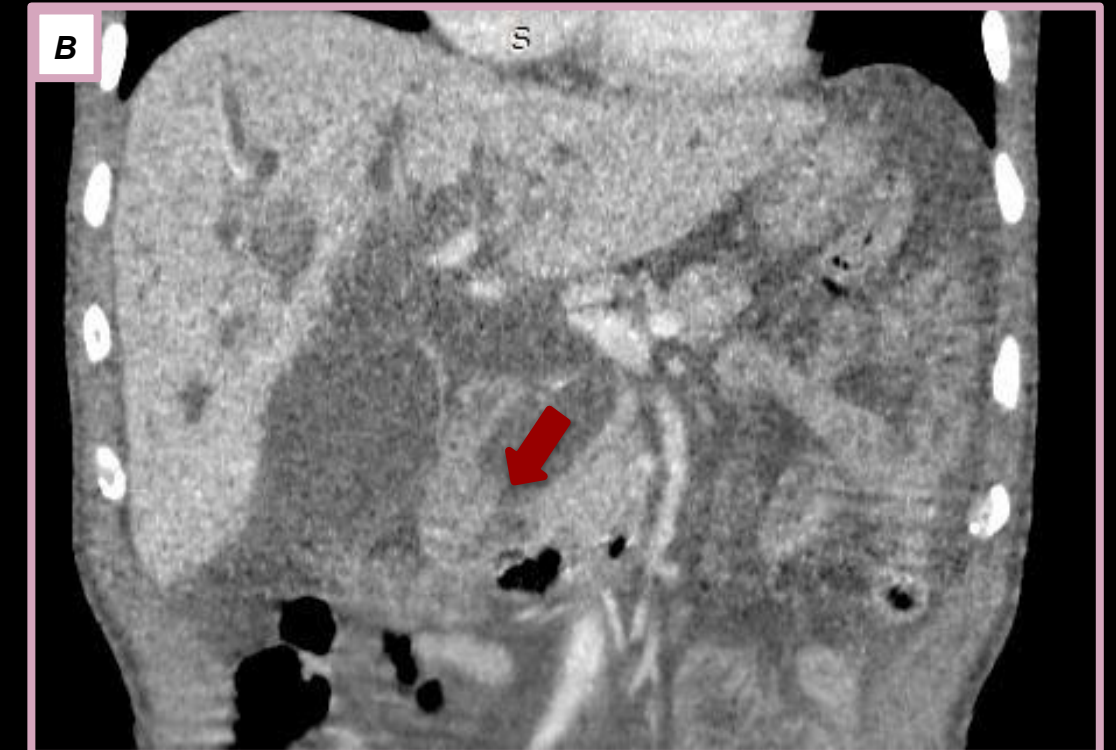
TC de abdomen con contraste endovenoso corte axial (A) y reconstrucción coronal (B) donde se observa dilatación de la vía biliar intra y extrahepática (flecha blanca) y abultamiento papilar (flecha roja).
